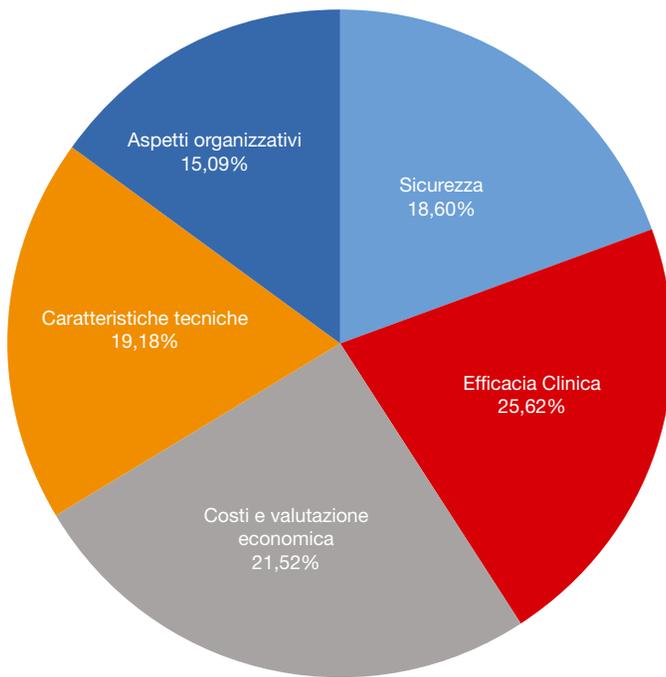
Sistema di pesi per la valutazione delle tecnologie ibride PET-TC e PET-RM
